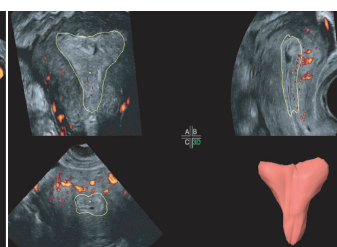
三维超声检测子宫内膜参数 (PI、S/D、RI、PS、ED)
